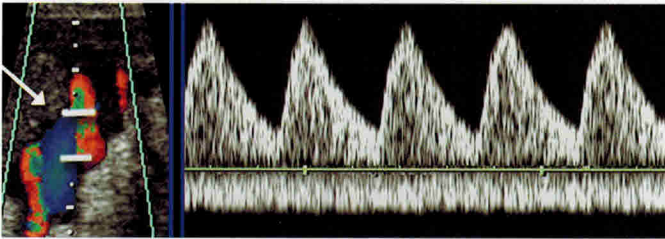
Характер кровотока в артерии пуповины плода-реципиента остается нормальным даже при тяжелой форме фето-фетального трансфузионного синдрома.
